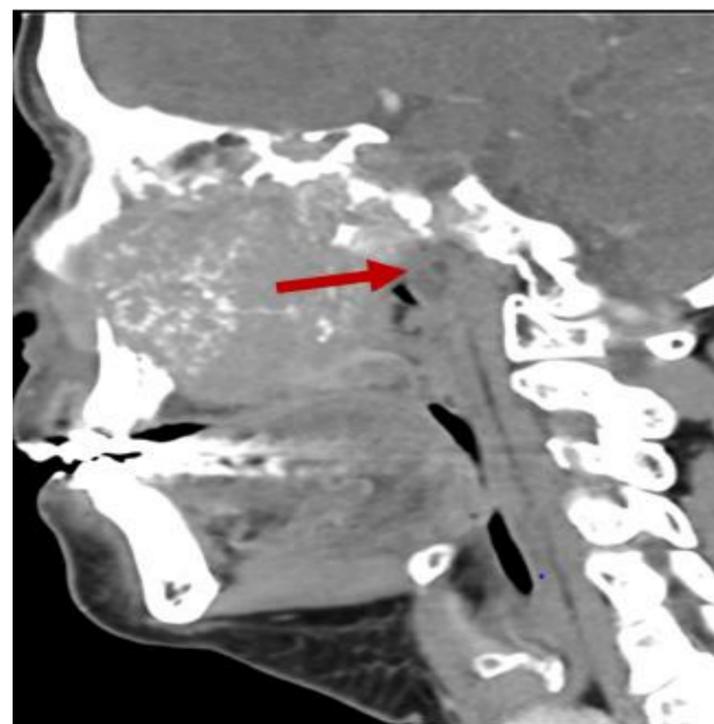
TAC sagital con contraste. Invasión de la fosa pterigopalatina. Carcinoma de células escamosas
